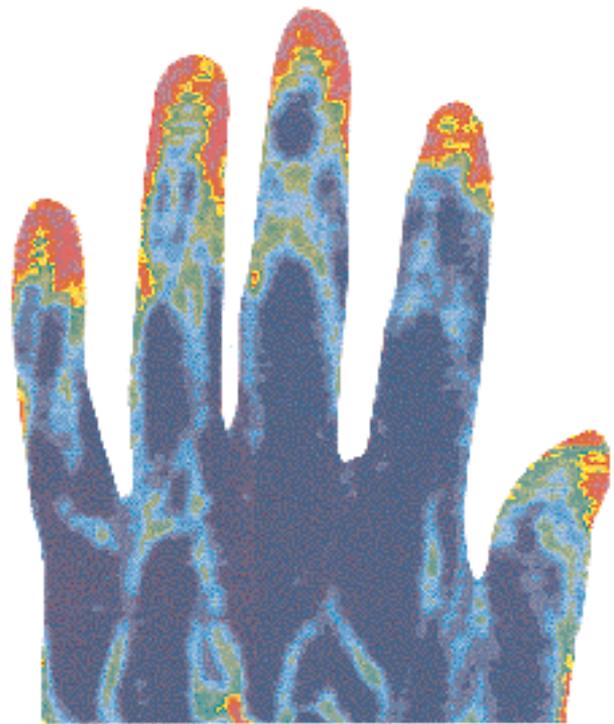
Aspect d'une main en vélocimétrie laser Doppler.
